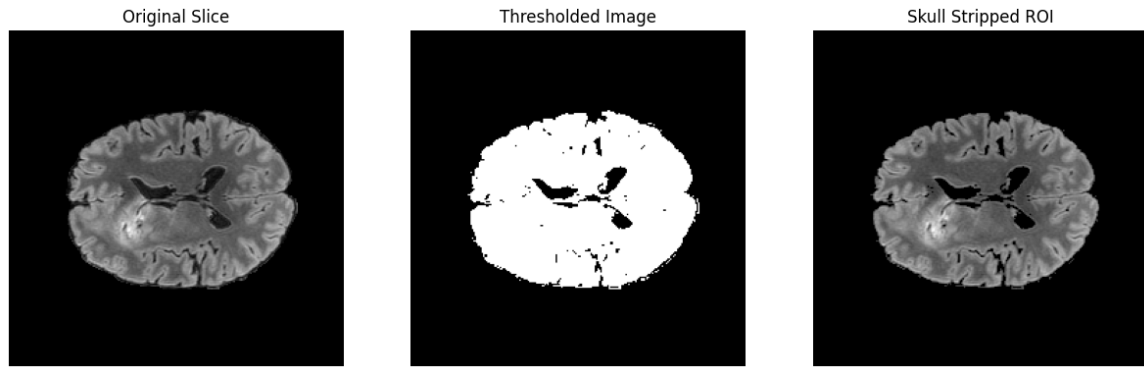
Exemple du résultat généré par skull stripping sur une image IRM cérébrale.
